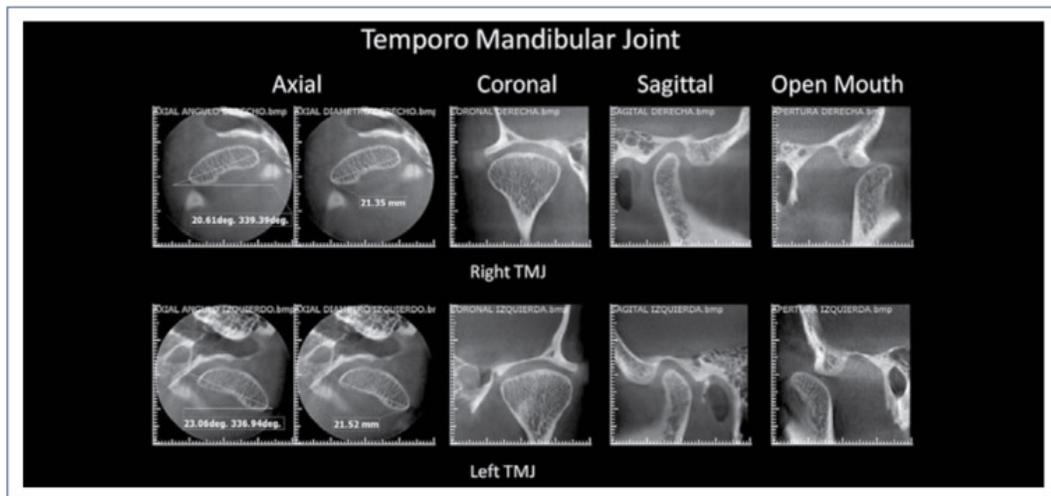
Tomografía cone beam de ATM bilateral sin hallazgos. ⁶⁰
